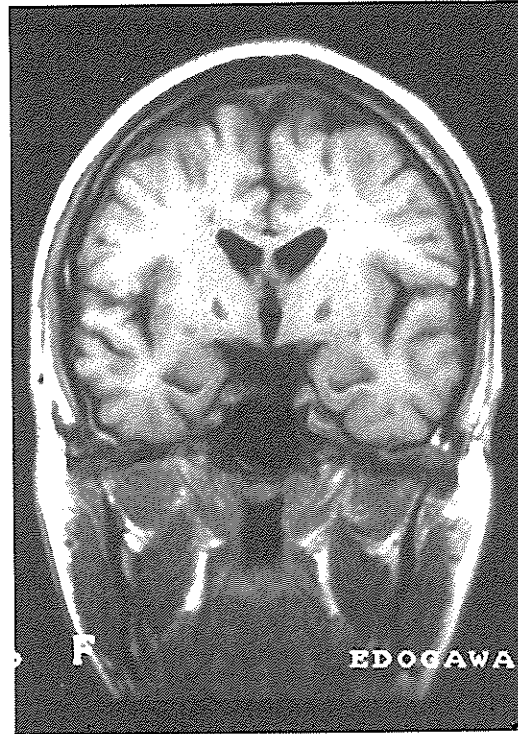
症例のMRI-T₁強調画像、両側淡蒼球の低信号域が見られる。
